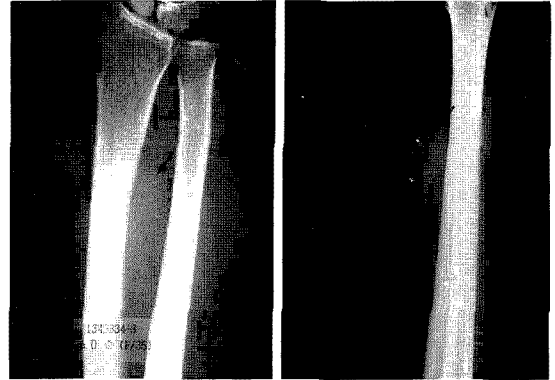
In initial radiograph, an egg-shaped soft tissue mass was seen
